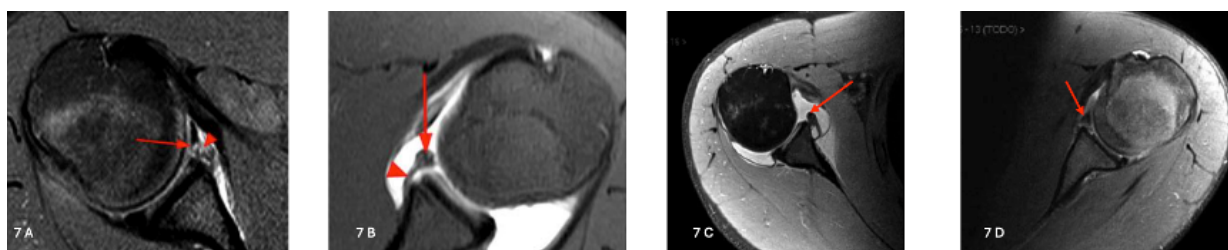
corresponde a un corte axial de resonancia magnética con DP y supresión grasa. 7.a) Lesión de Barnhart. 7.B) Lesión de Perthes. 7.C) Lesión ALPSA. 7.D) Lesión GLAD.
